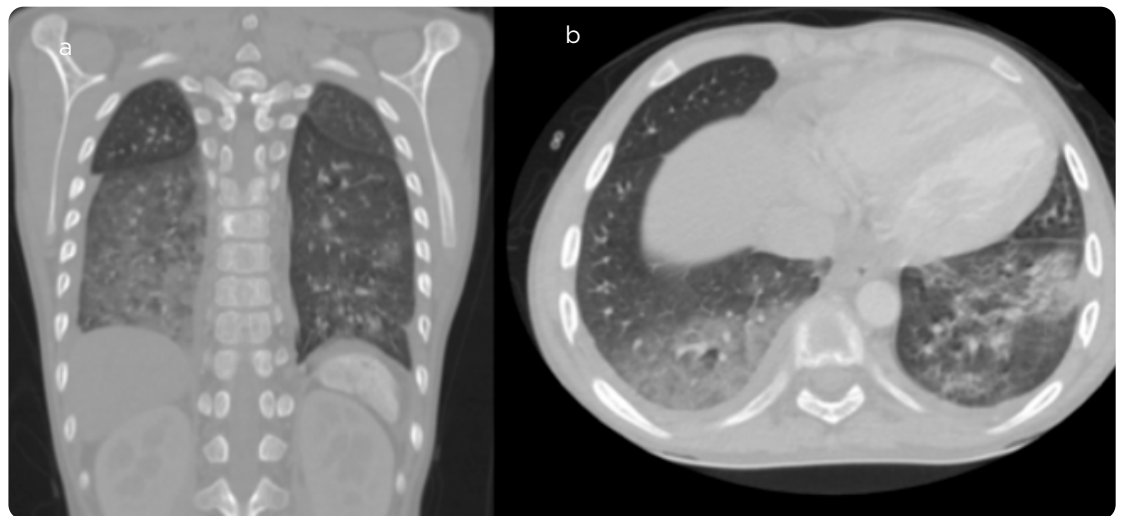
Paciente femenina, 8 años de edad, con disnea y dolor torácico. TAC de tórax con medio de contraste, a) plano coronal y b) axial. Opacidades en vidrio esmerilado y consolidaciones en ambos lóbulos inferiores por neumonía.
